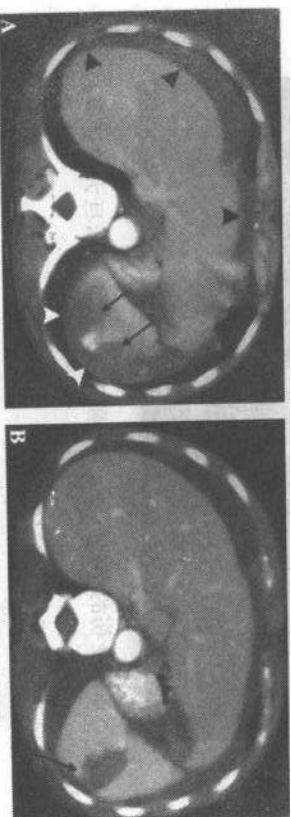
车祸病人 CT 扫描示脾撕裂(箭)。A 脾肝周围血肿(箭头)。B 上一层面图像显示脾脏内正在外渗的血管内造影剂(箭)。经随后手术证实
